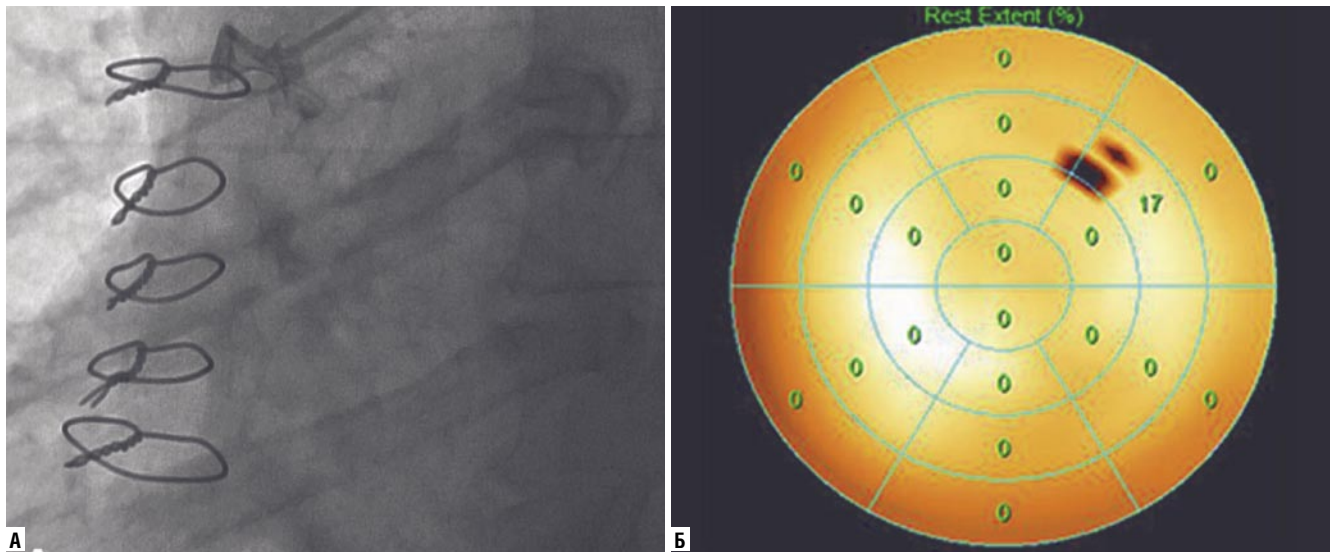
А — коронароангиошунтография через 1 год после выполнения аутоартериального коронарного шунтирования ПМЖВ, аутовенозного шунтирования ПКА + ЮрЛеон III. Окклюзия аутовенозного шунта к ПКА, аутоартериальный шунт к ПМЖВ функционирует. Б — синхро-ОФЭКТ этого же пациента через 1 год после реваскуляризации: восстановление перфузии в области задней и передней стенок ЛЖ.
